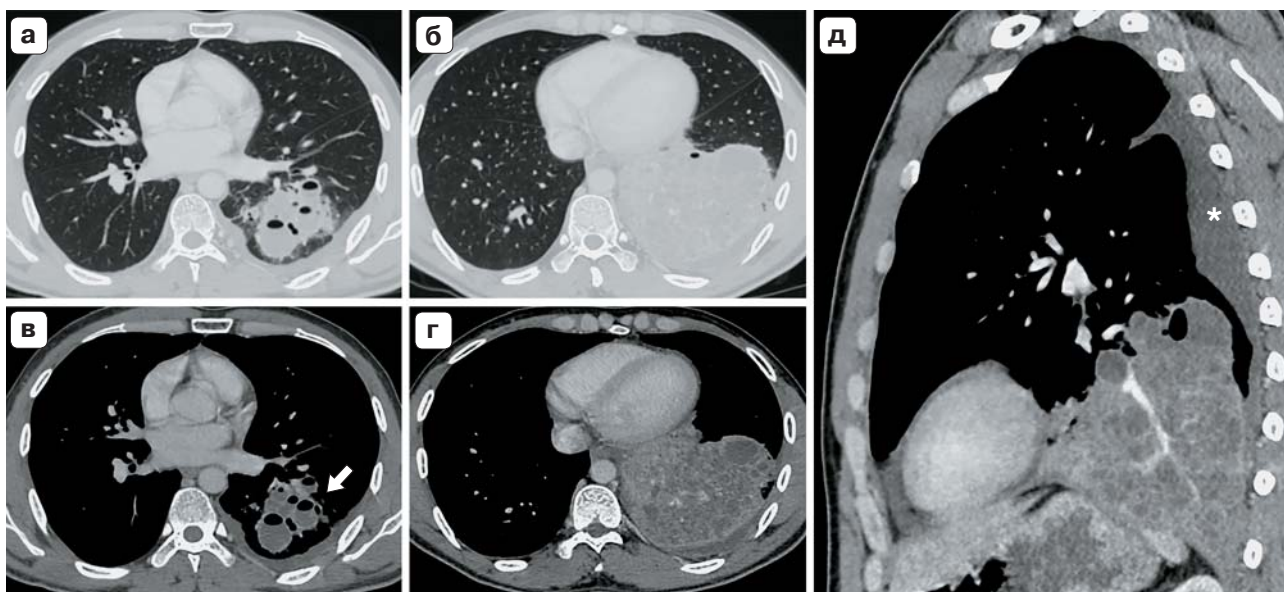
КТ ОГК пациента А., 27 лет, после внутривенного контрастного усиления в аксиальной (а–г) и сагиттальной (д) плоскостях; легочное электронное окно – а, б; мягкотканное – в–д. В нижней доле левого легкого – крупное уплотнение, которое фактически занимает 2 сегмента и состоит из системы кист/полостей. В окружающей их ткани проходят ветви артериальных и венозных сосудов, просветы бронхов не видны. В части из кист имеются газожиidкостные уровни (стрелка). Перифокально в верхних отделах – инфильтративные изменения. Малый плевральный выпот слева (*).
